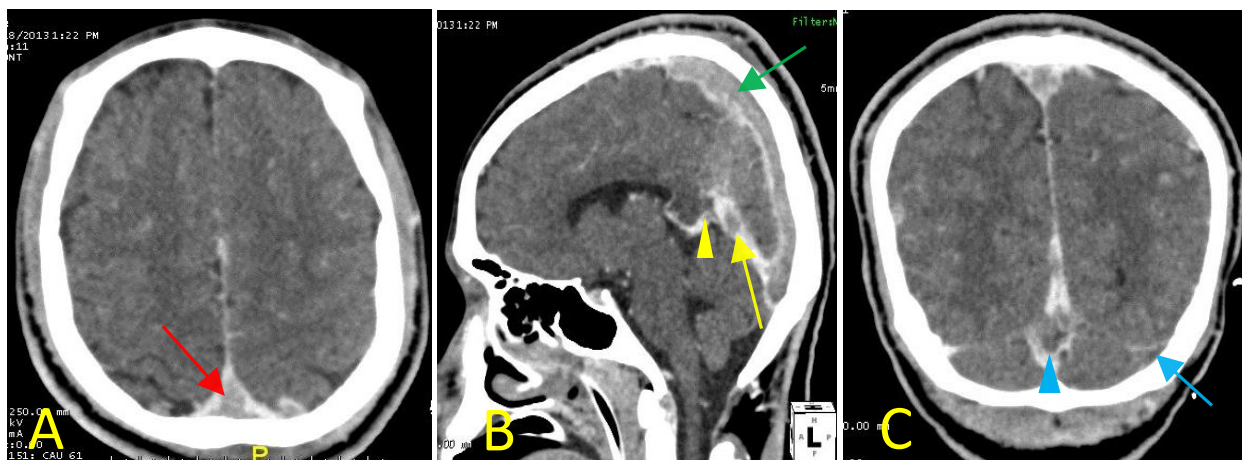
(A, B et C) : TDM cérébrale avec injection de PDC montrant une thrombose veineuse cérébrale multifocale. A : Coupe axiale : signe du delta en rapport avec une thrombose du sinus longitudinal supérieur (flèche rouge). B : reconstruction sagittale : atteinte du sinus longitudinal supérieur (flèche verte), du sinus droit (flèche jaune) et de la veine de Gallien (tête de flèche jaune). C : reconstruction coronale : atteinte du confluent des sinus (tête de flèche bleue) et du sinus sigmoïde gauche (flèche bleue).
